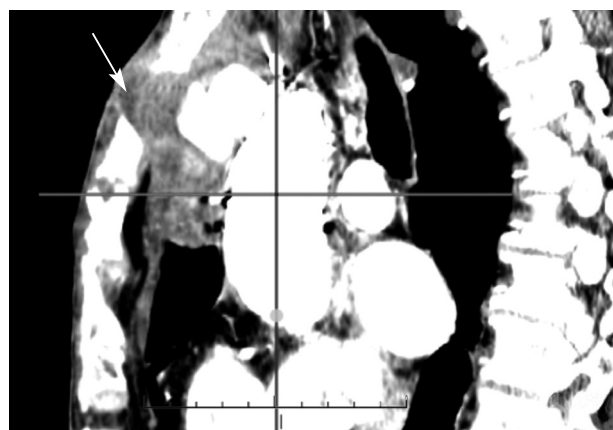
Мультиспиральная компьютерная томограмма через 2 дня после вмешательства: частичное тромбирование полости ложной аневризмы (указано стрелкой)
